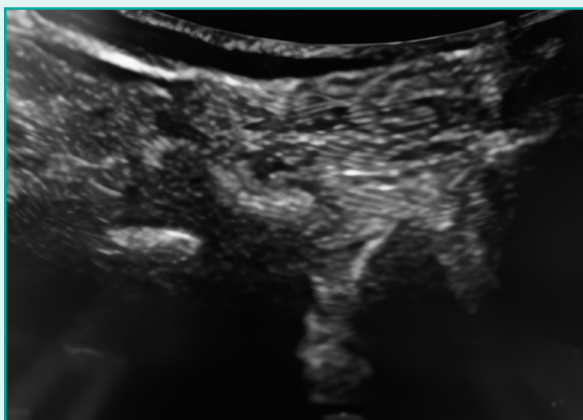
Immagine ecografica dell'articolazione sacroiliaca.
